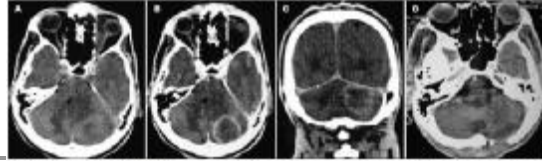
Head CT scans. A showed a contrast-enhanced mass effect lesion on the left cerebellar hemisphere superiorly located by the tentorium and remembering a metastatic neoplasm (A, B and C). Complete resection of the lesion by a suboccipital craniotomy is shown in Fig 1B.
